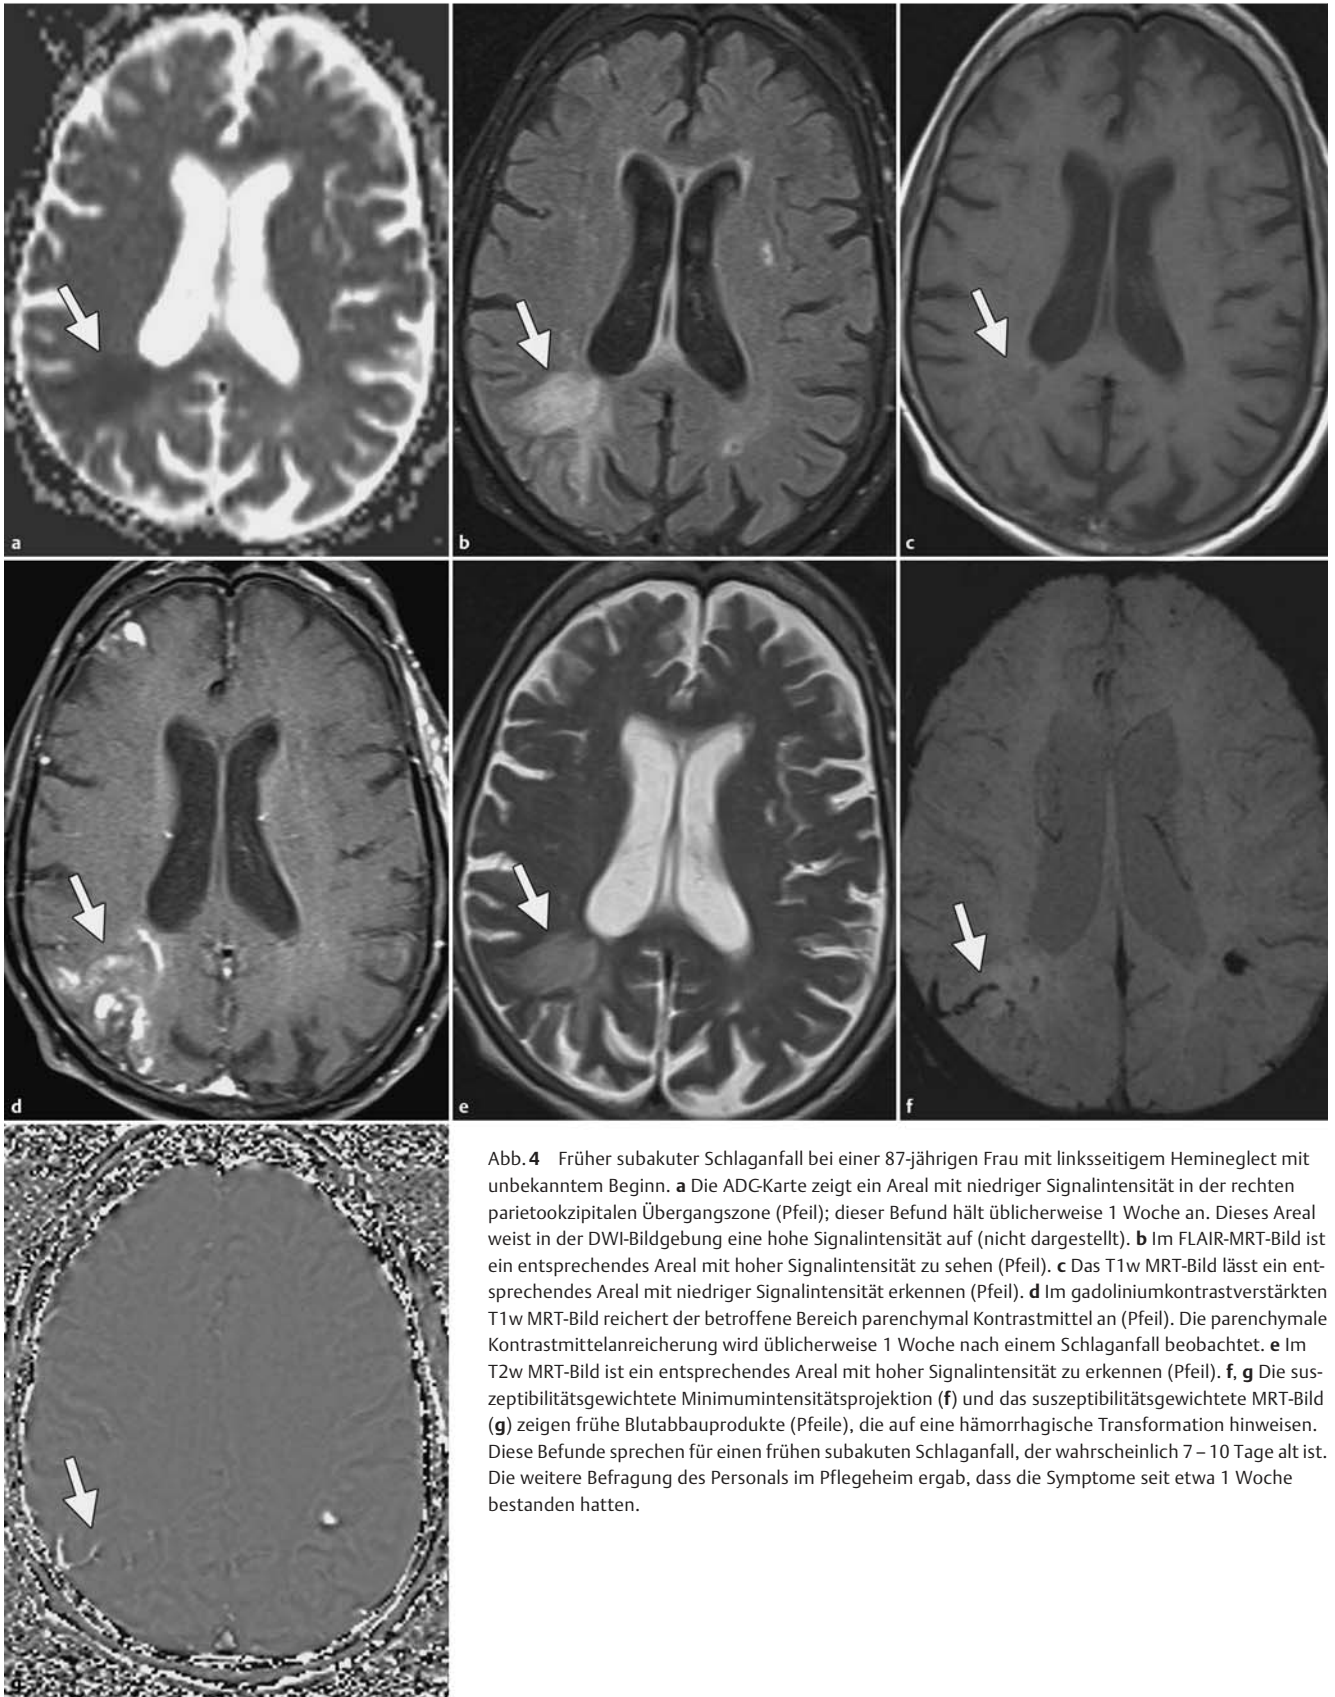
Früher subakuter Schlaganfall bei einer 87-jährigen Frau mit linksseitigem Hemineglect mit unbekanntem Beginn. a Die ADC-Karte zeigt ein Areal mit niedriger Signalintensität in der rechten parietookzipitalen Übergangszone (Pfeil); dieser Befund hält üblicherweise 1 Woche an. Dieses Areal weist in der DWI-Bildgebung eine hohe Signalintensität auf (nicht dargestellt). b Im FLAIR-MRT-Bild ist ein entsprechendes Areal mit hoher Signalintensität zu sehen (Pfeil). c Das T1w MRT-Bild lässt ein entsprechendes Areal mit niedriger Signalintensität erkennen (Pfeil). d Im gadoliniumkontrastverstärkten T1w MRT-Bild reichert der betroffene Bereich parenchymal Kontrastmittel an (Pfeil). Die parenchymale Kontrastmittelanreicherung wird üblicherweise 1 Woche nach einem Schlaganfall beobachtet. e Im T2w MRT-Bild ist ein entsprechendes Areal mit hoher Signalintensität zu erkennen (Pfeil). f, g Die suszeptibilitätsgewichtete Minimumintensitätsprojektion (f) und das suszeptibilitätsgewichtete MRT-Bild (g) zeigen frühe Blutabbauprodukte (Pfeile), die auf eine hämorrhagische Transformation hinweisen. Diese Befunde sprechen für einen frühen subakuten Schlaganfall, der wahrscheinlich 7 – 10 Tage alt ist. Die weitere Befragung des Personals im Pflegeheim ergab, dass die Symptome seit etwa 1 Woche bestanden hatten.
